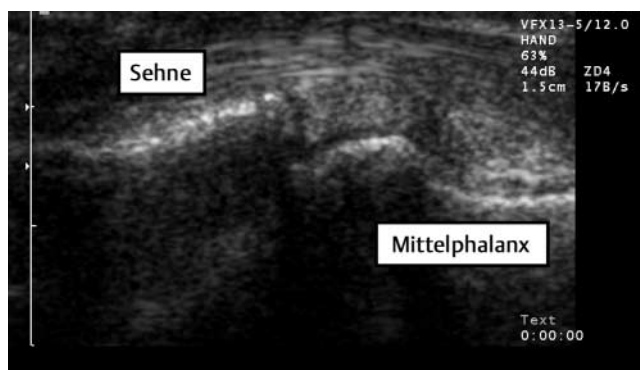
Sonografische Darstellung der palmaren Strukturen (palmarer Längsschnitt) an dem PIP-Gelenk (mit frdl. Genehmigung: Dr. H. Sattler, Bad Dürkheim).
